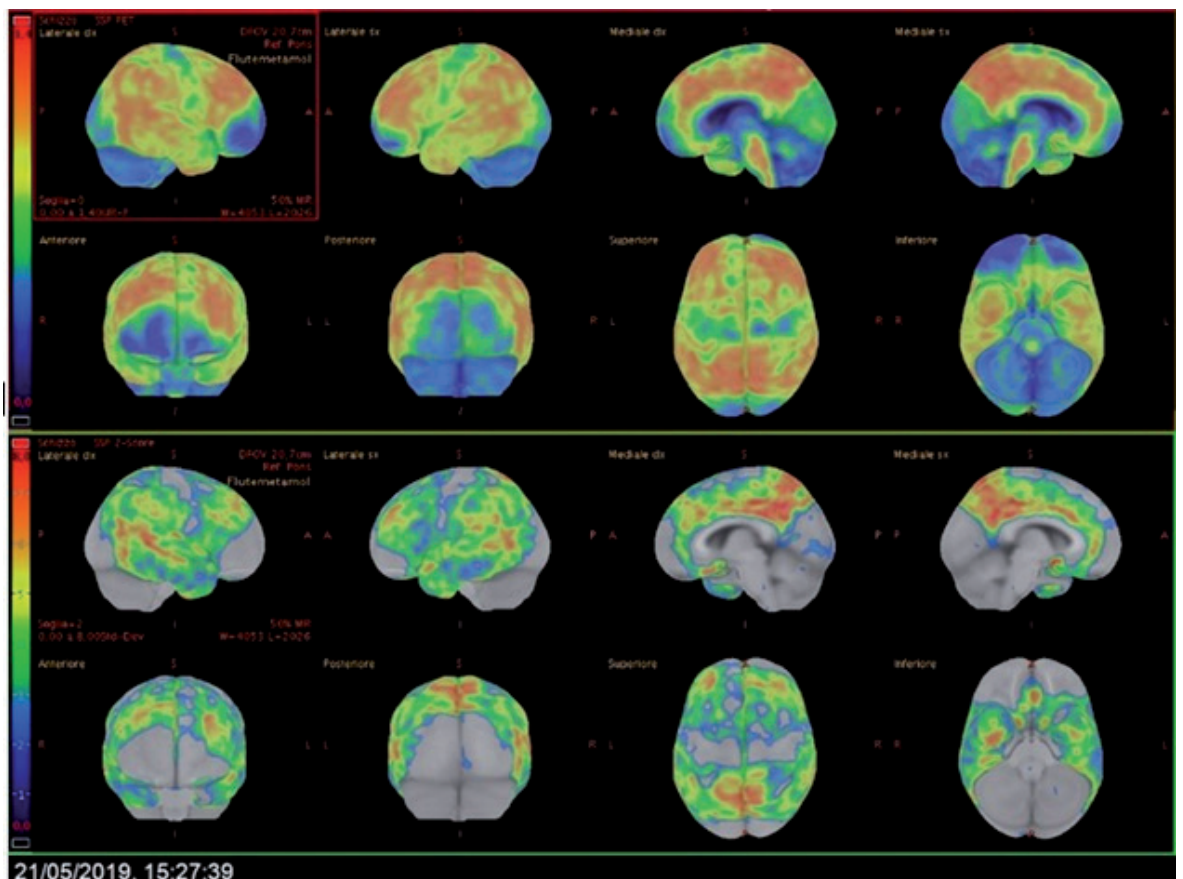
Immagini PET/TC, ottenute con Vizamyl (18F – Flutemetamol), IRCCS SDN SYNLAB, Napoli.
